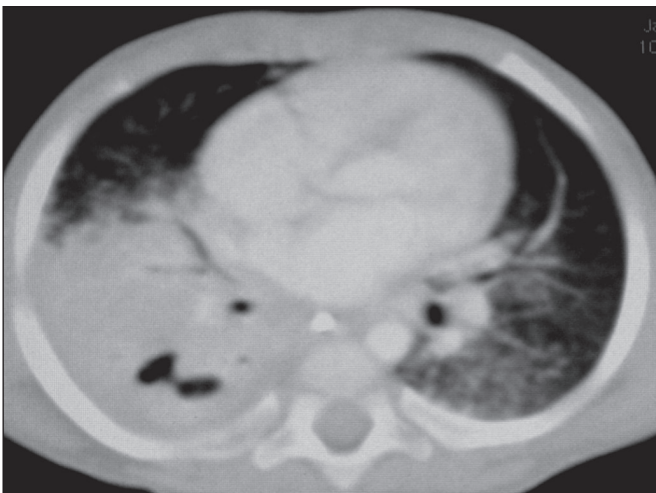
TC com janela para parênquima pulmonar mostrando consolidação com componente atelectásico do lobo inferior direito, com área de escavação. Opacidade em “vidro fosco” no lobo inferior esquerdo.
